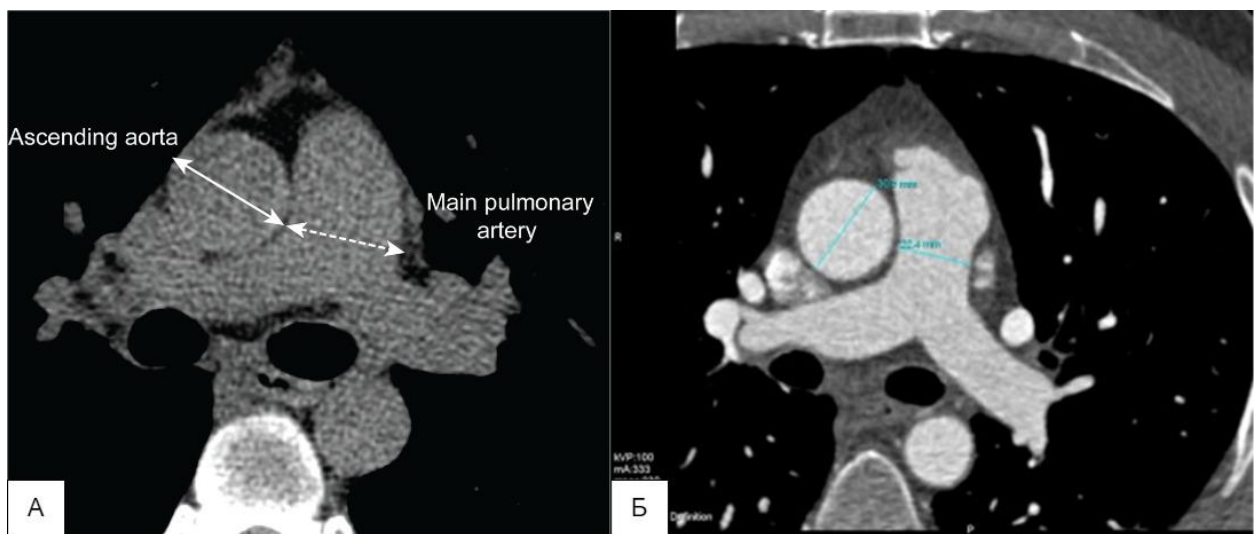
Пример измерения соотношения между стволом легочной артерии и восходящей аортой. На аксиальном срезе КТ-изображения, выполненном на уровне бифуркации легочной артерии, проводились измерения диаметров как легочной артерии, так и восходящей аорты. Для этого использовался компьютерный штангенциркуль, который фиксировал максимальный вертикальный диаметр сосудов относительно длинной оси главной легочной артерии. Измерения осуществлялись как с применением контрастного усиления (изображение А), так и без него (изображение Б). Изображения были получены из следующих источников [103, 104]
